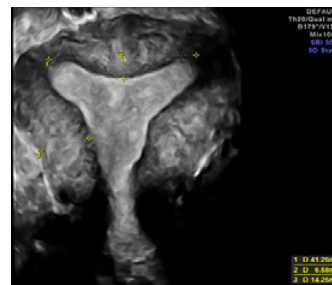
USG-3D: Uter arcuat [caz de cercetare]
